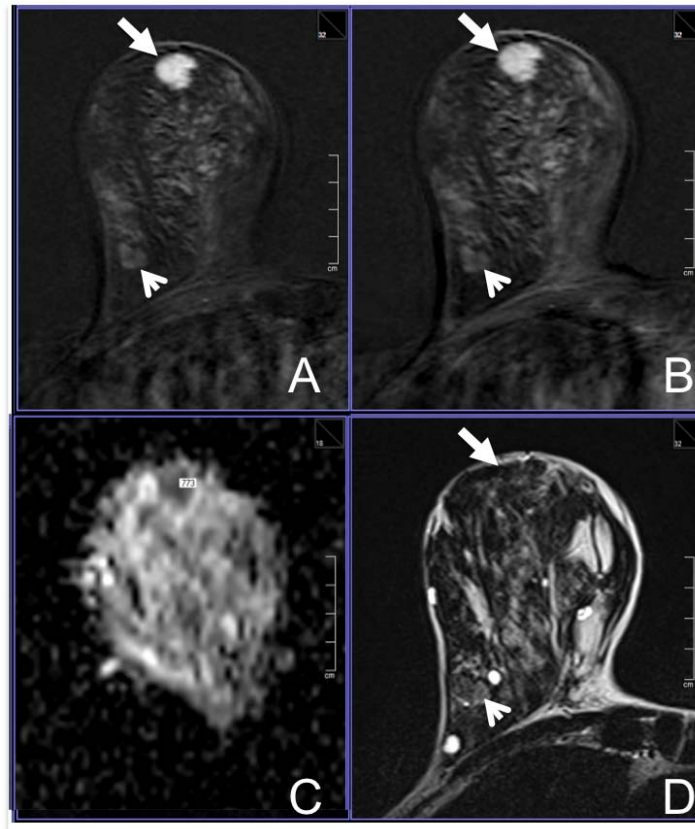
Positiver Beispielbefund. Bild 2 zeigt ein Beispiel einer MR-Mammografie einer 47-jährigen Frau, die mit einem *BI-RADS* 0 Befund aufgrund von zahlreichen neu diagnostizierten Läsionen; atypischen Fibroadenomen, zur Magnetresonanztomografie überwiesen wurde. Sie hat eine positive Familienanamnese für Brustkrebs.
